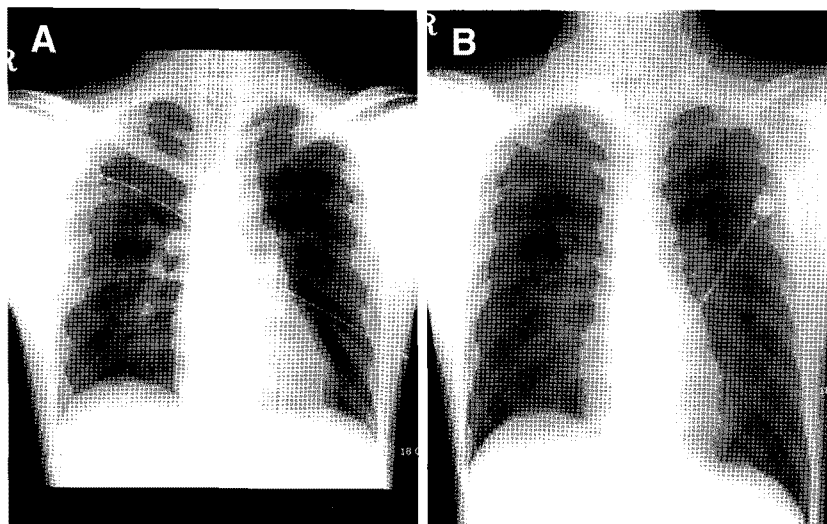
(A) Moderate pulmonary edema. 18 years old man ingested zolpidem, doxylamine and BZD. He was very irritable and SpO2 was 82%. The chest X-ray showed increased vascular marking that implicated moderate pulmonary congestion (Case No. 12). (B) 1 day later, chest X-ray showed more improved congestion (Case No. 12).
